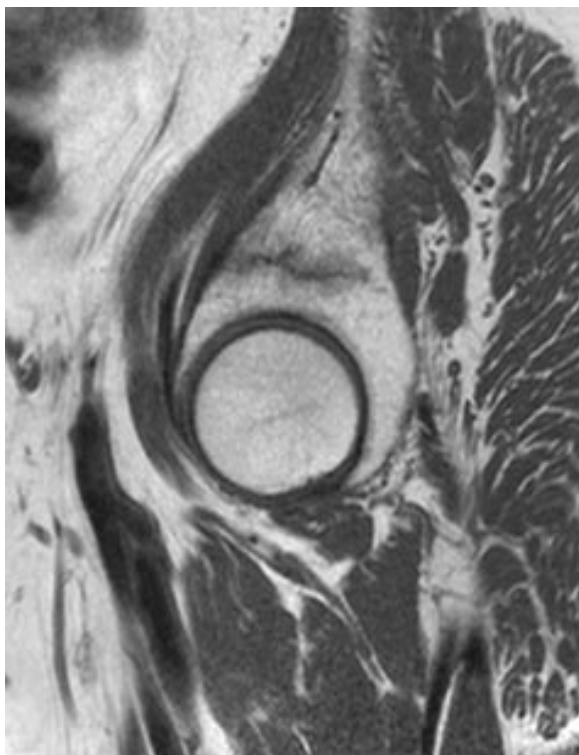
Fracture par insuffisance osseuse supra-acétabulaire. Coupe IRM sagittale T1 de la hanche. Trait horizontal en hyposignal entouré d'un discret halo d'œdème médullaire.
